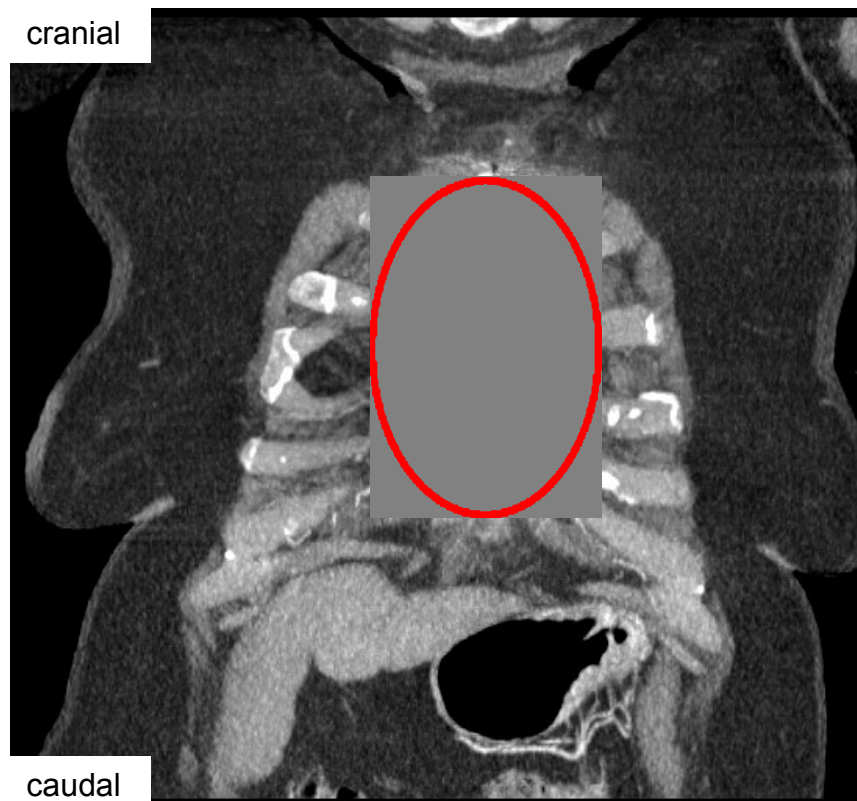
Pre-ReOp CT-Scan; Primär 4 cm Fraktuspalt
